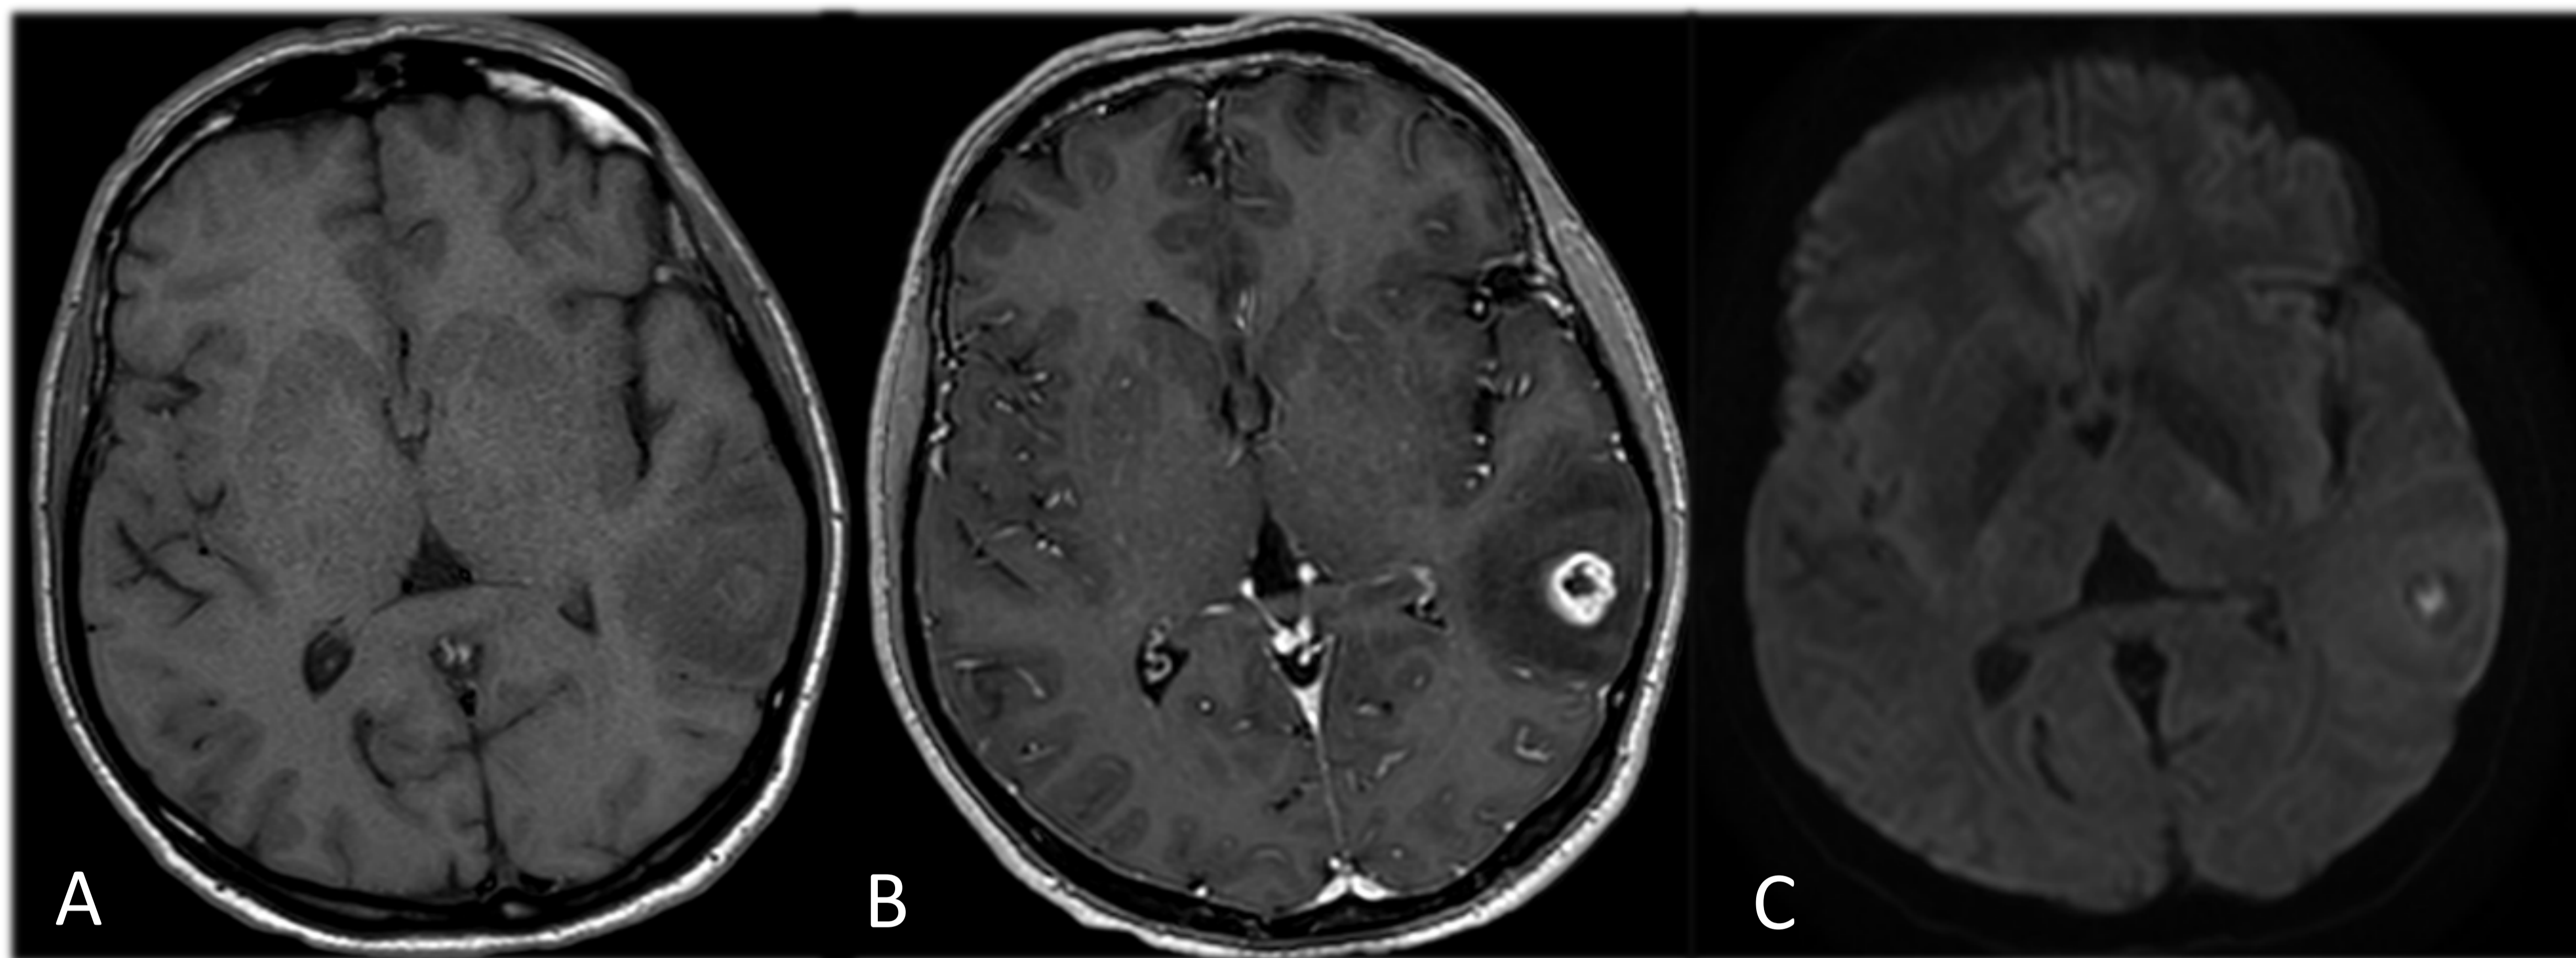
ABSCESO CEREBRAL. A: RM T1; B: RM T1 CON CIV; C: RM DIFUSIÓN. Lesión ocupante de espacio temporal izquierda con anillo hiperintenso en T1 (a). La lesión muestra captación de contraste en anillo (b) así como restricción a la difusión hídrica central (c)
